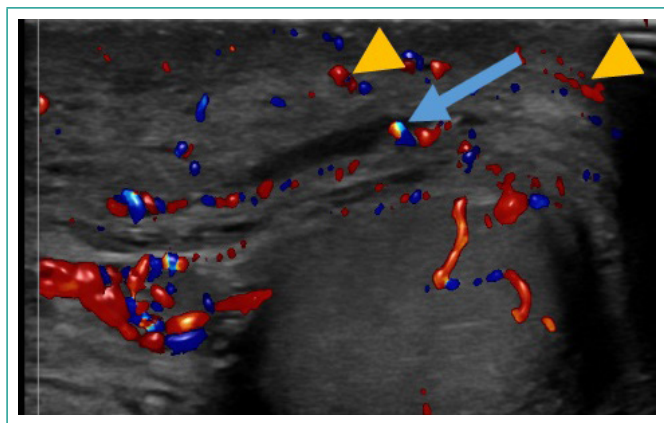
Ecografía escrotal que demostraba testículos de tamaño normal, con edema tisular (flecha azul) y aumento de la señal Doppler cutánea (puntas de flecha amarillas).
